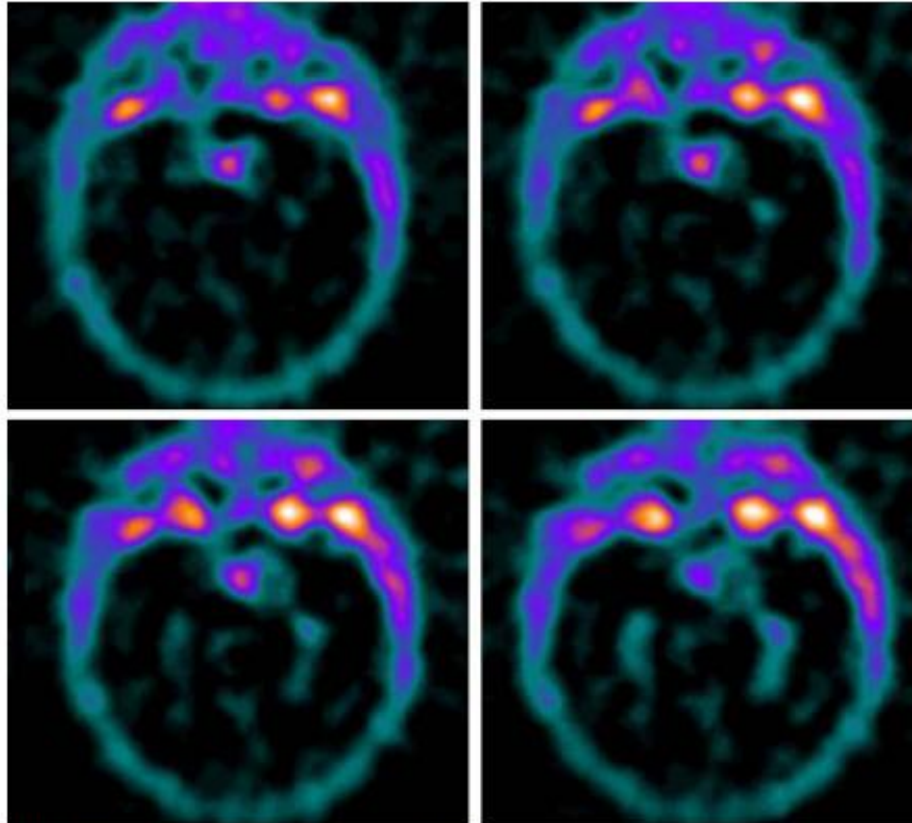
Tc-99m Tetrofosmin brain SPECT showing no abnormal uptake.
